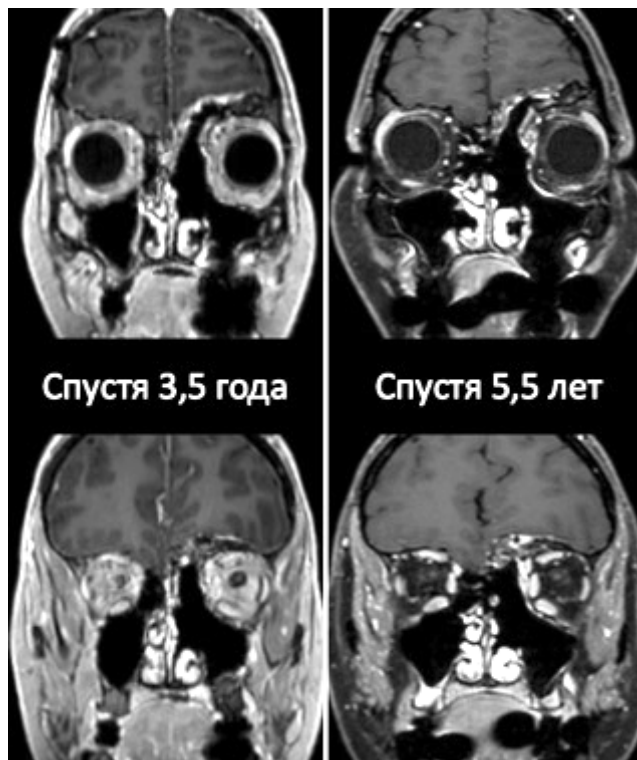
Наблюдение №3. Катамнестические МР-томограммы через 3,5 года (слева) и 5,5 лет (справа) после транскраниального удаления опухоли.
